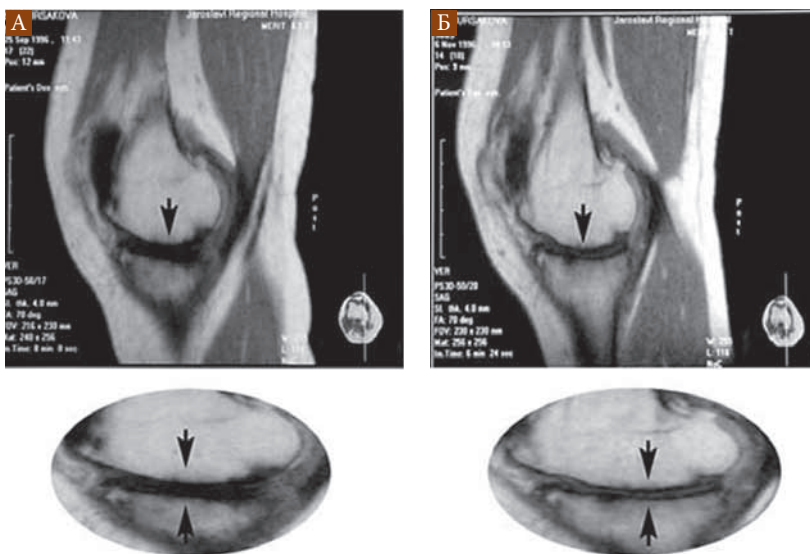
МРТ коленного сустава пациента К. исходно (А) и через 12 месяцев терапии Алфлутопом (Б)
